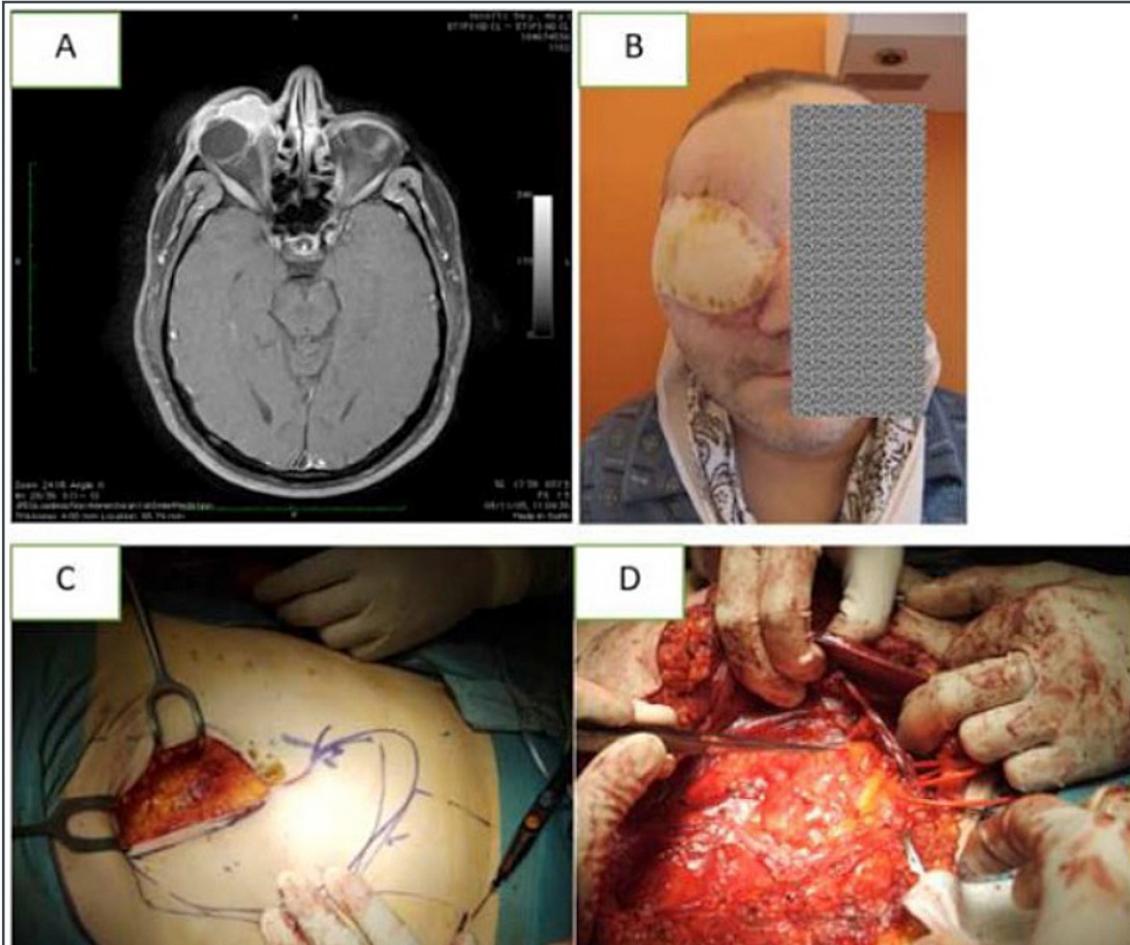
Caso 5. (A) MRI pesata in T1 che mostra una massa che coinvolge il sacco lacrimale e si estende fino all'orbita. (B) Aspetto del paziente al follow-up a 1 mese. (C-D) La cavità orbitaria è stata riempita con un lembo peduncolato del retto dell'addome attraverso l'anastomosi con la vena giugulare interna e l'arteria facciale.
